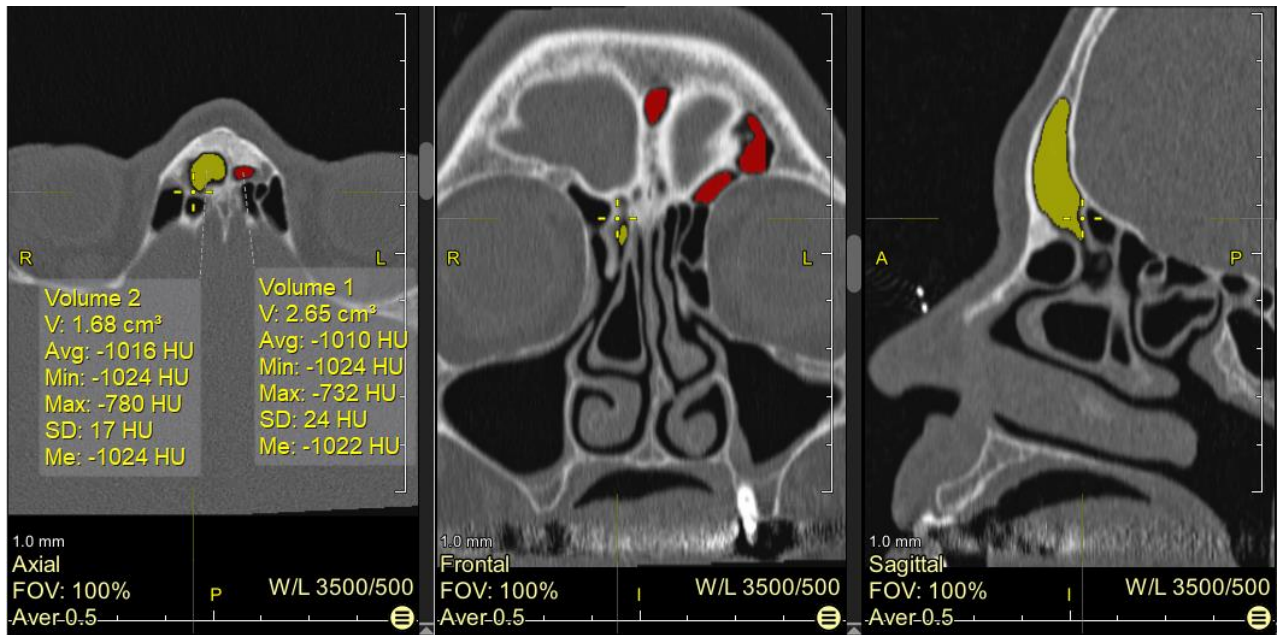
Оцінка кісткового сполучення правої лобової пазухи з середнім носовим ходом у фронтальній та сагітальній площинах на зрізах комп'ютерної томограми жінки 52 років.
